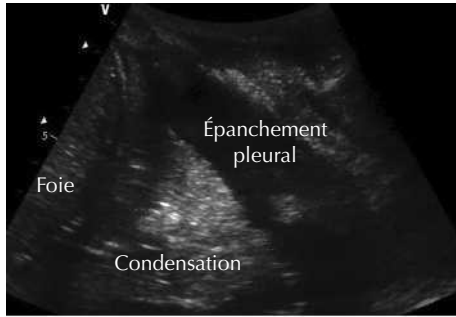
Aspect échographique d'un épanchement pleural.
